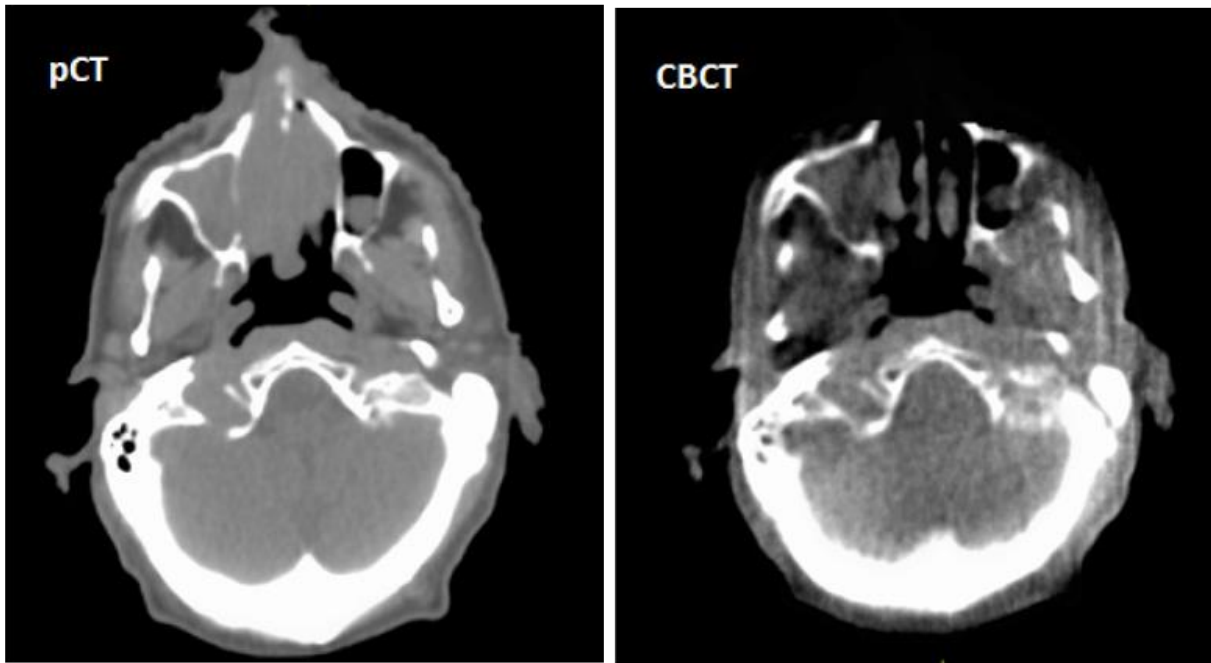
Planning CT (pCT) image for a sinus patient showing a full cavity and a CBCT image of the same patient from fraction 5 with reduced sinus filling. (Chuter ら <sup>28)</sup>の Fig. 1 より抜粋)
